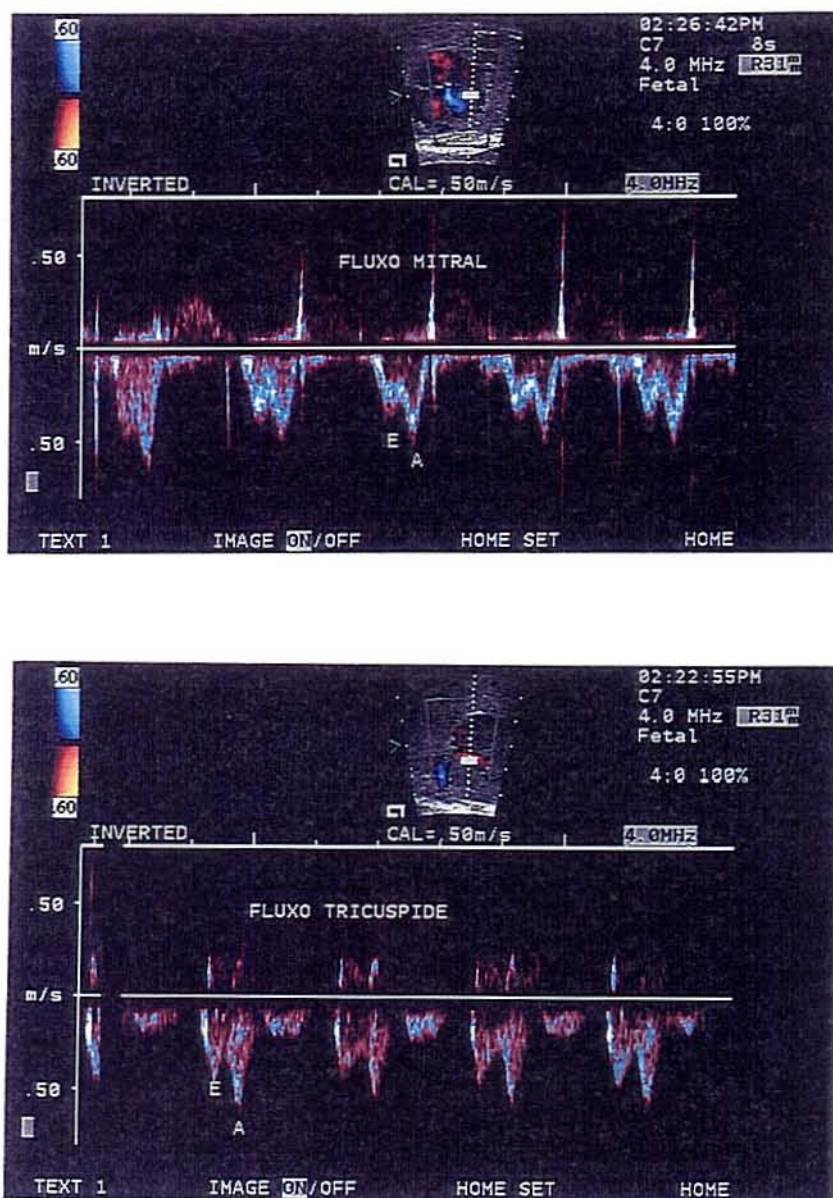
Registro Doppler-ecocardiográfico dos fluxos atrioventriculares no feto. Acima: fluxo transmitral. Abaixo: fluxo trantricúspide.
